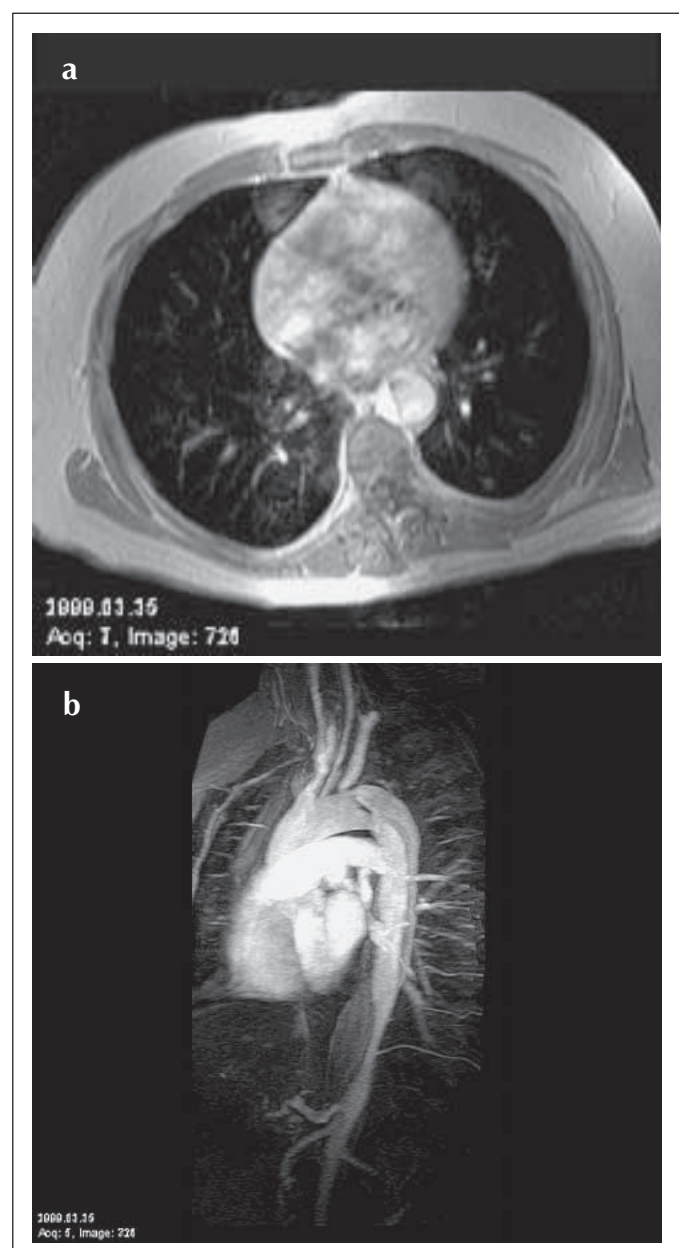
Aortenaneurysma mit Dissektion Typ B: a. Transversale MR-Tomographie einer Aortendissektion. Die dissezierende Membran trennt das echte vom falschen Lumen. b. Sagittale KM-verstärkte 3D-MR-Angiographie zeigt das Dissektat der Aorta descendens bis in Höhe des Hiatus aorticus.
